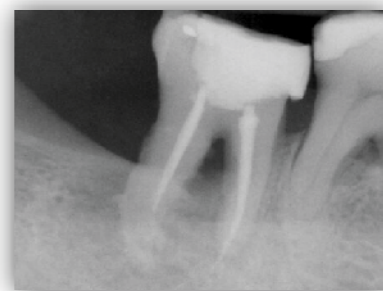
Radiografia del molare compromesso
